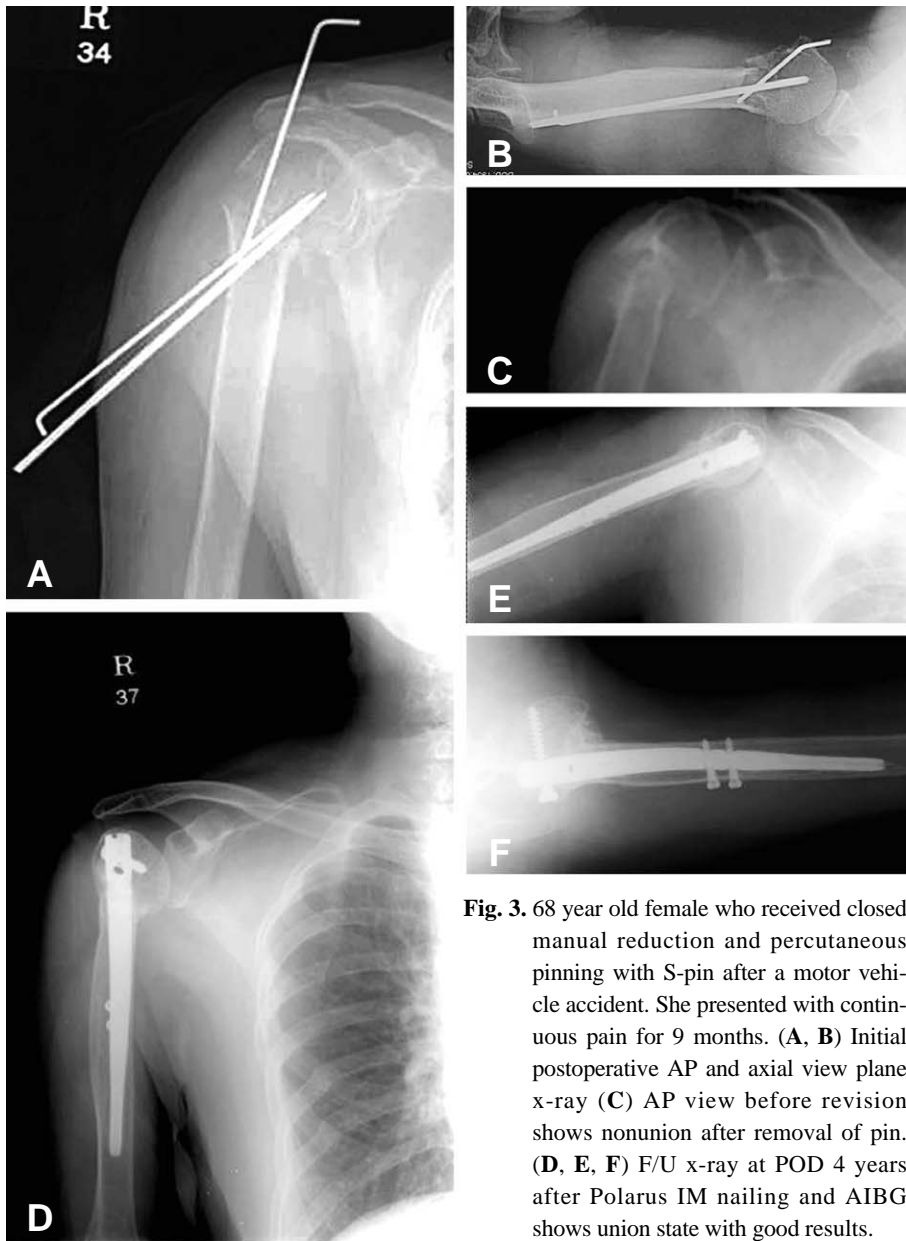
68 year old female who received closed manual reduction and percutaneous pinning with S-pin after a motor vehicle accident. She presented with continuous pain for 9 months. (A, B) Initial postoperative AP and axial view plane x-ray (C) AP view before revision shows nonunion after removal of pin. (D, E, F) F/U x-ray at POD 4 years after Polarus IM nailing and AIBG shows union state with good results.
